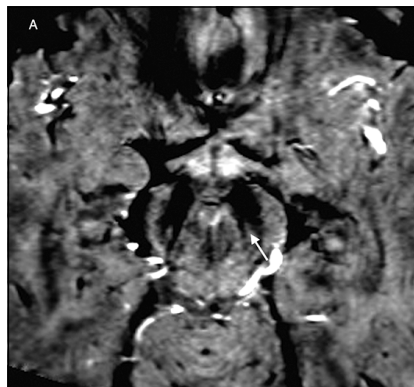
Secuencia axial SWI isovolumétrica en Resonancia Magnética focalizada en el mesencéfalo en un paciente control, que muestra la presencia de nigrosoma 1 (flecha), que se visualiza hiperintenso por su bajo contenido en hierro.
